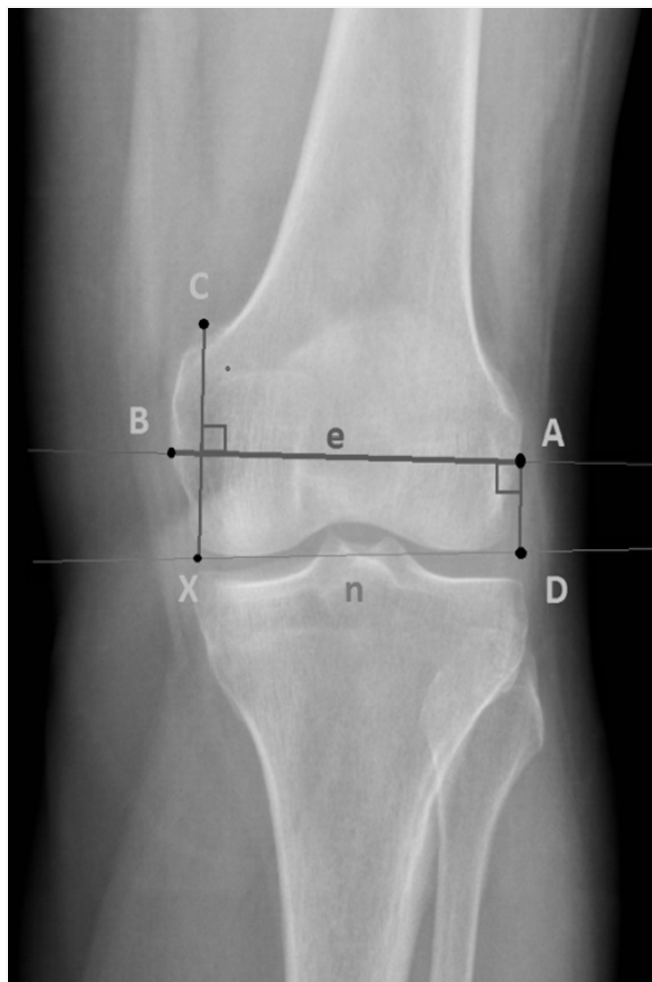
Рентгенологические измерения линий AB, AD, CX
